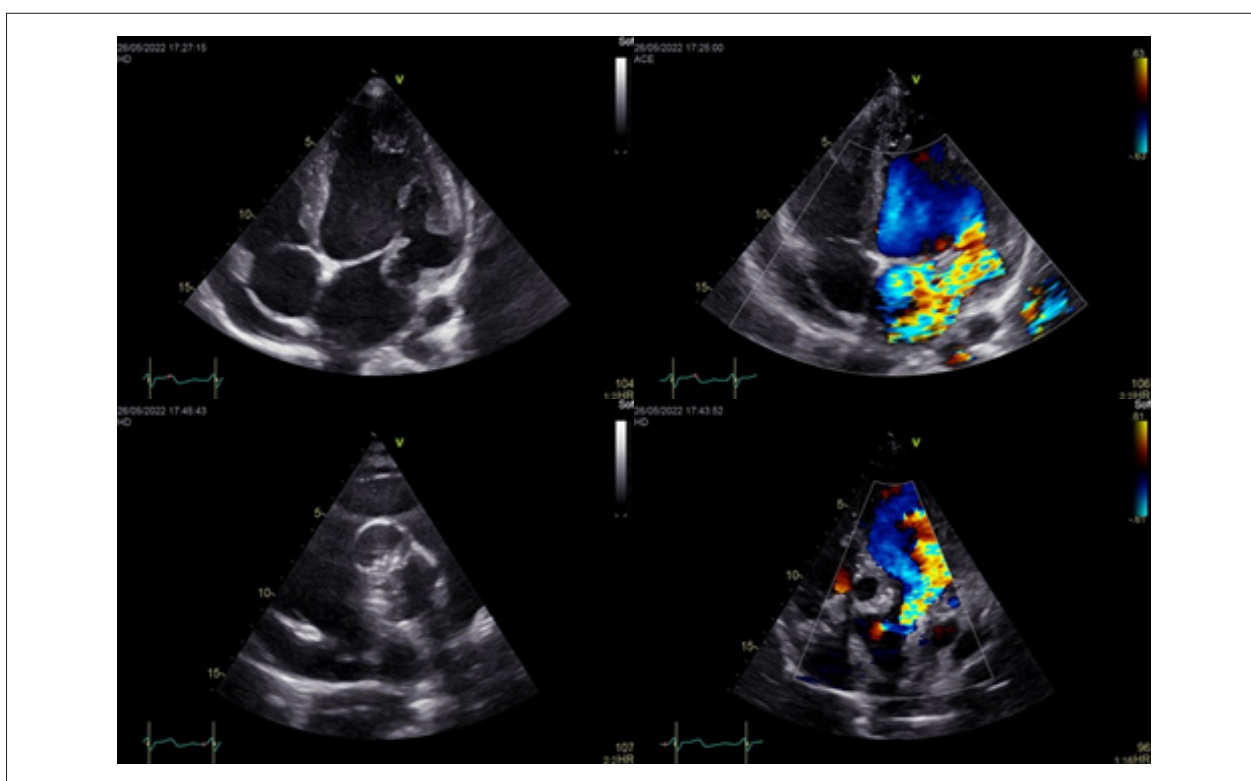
Nas imagens da fileira superior, a presença do aneurisma subvalvar mitral é evidente, localizado junto à parede lateral do ventrículo esquerdo, tanto com quanto sem Doppler colorido. As imagens da fileira inferior apresentam um dispositivo adjacente aos Seios de Valsalva, além do refluxo aórtico grave.
